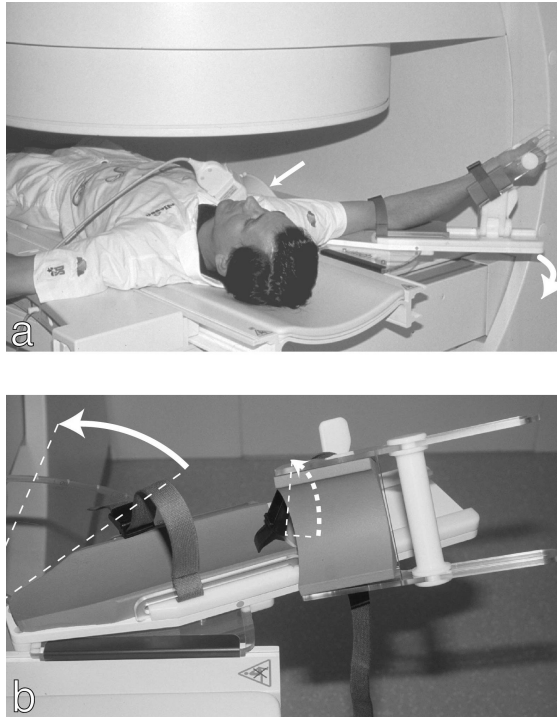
Auf der *Abb.8a* ist eine Testperson im MRT-Gerät (Siemens Magnetom Open) gezeigt. Der Positionsdevicer bei dieser Aufnahme ist auf 90 Grad Abduktion eingestellt. Ausserdem kann man die zirkulär unpolarisierte Spule, die möglichst eng am Körper anliegen sollte, erkennen (gerader Pfeil). Der gebogene Pfeil zeigt die Beweglichkeit des Devicers in der horizontalen Ebene an.
